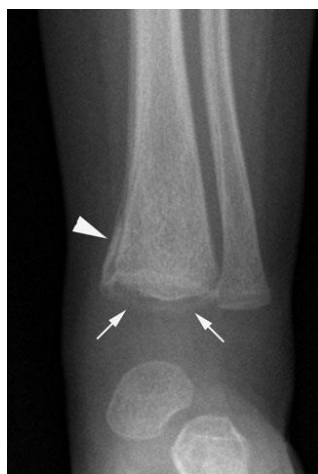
Radiografia antero-posterior do tornozelo em uma criança submetida a MT que evidencia uma fratura em asa de cesto (setas) da tíbia distal. (20)
